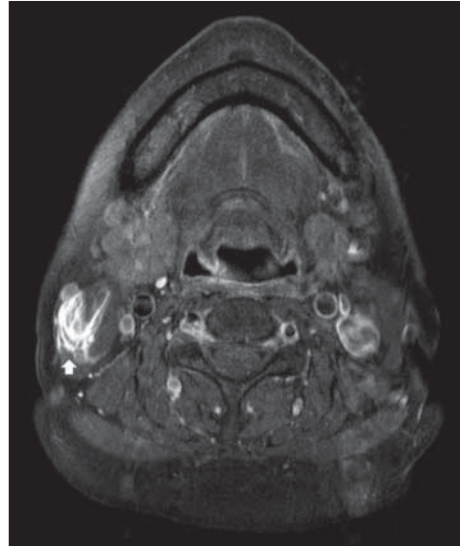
In axial T1 weighted fat suppressed gadolinium enhanced MR image, fluid signal and focal increased signal intensity around muscle bundle(white arrow) was noted. It infiltrates surrounding tissue.
